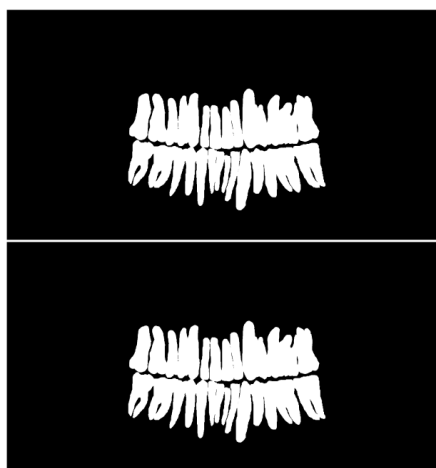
Панорамная рентгенограмма и связанная с ней маска, сегментирующая зубы
